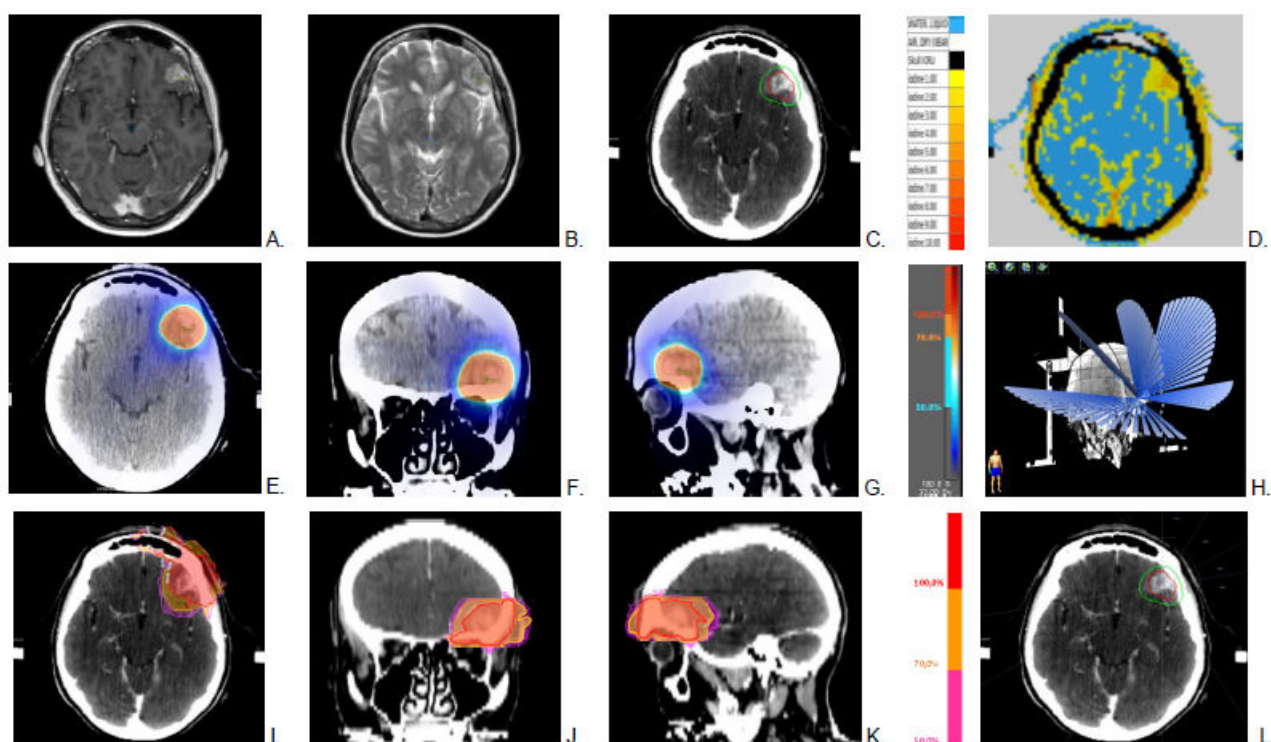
Radio-anatomie de la métastase cérébrale du patient 2 (coupes à l'isocentre de la métastase). (A) IRM T1 avec gadolinium. (B) IRM T2 FLAIR. (C) Scanner dosimétrique après injection du produit de contraste iodé. (D) Segmentation des matériaux iodés dans le TPS ISOgray. (E-G) Dosimétrie de la STEREO. (H) Balistique du traitement STEREO, 5 arcs dynamiques correspondant à 5 angulations différentes de table : 10° , 50° , 270° , 310° et 350° . L'angulation couverte par chaque arc s'étalait de 30° à 130° pour les arcs 1 et 2, de 30° à 70° pour l'arc 3, de 270° à 0° pour l'arc 4 et de 230° à 330° pour l'arc 5. Le collimateur multi-lames était tourné en position 270° . (I-K) Dosimétrie pour la SSRT en présence de produit de contraste iodé (SSRT/PdCI). (L) Balistique du traitement SSRT/PdCI, 5 faisceaux coplanaires : 0° , 30° , 60° , 80° et 330° .
